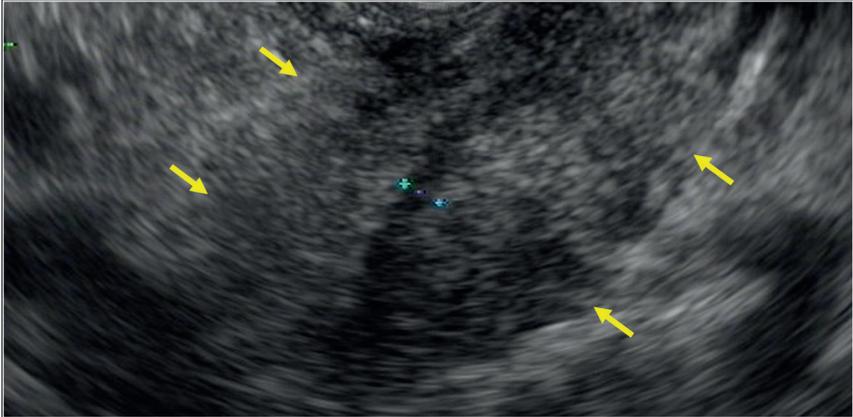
Visualización por ultrasonografía endoscópica (USE) del agrandamiento hipoeicoico difuso del cuerpo del páncreas (flechas), en un paciente con pancreatitis autoinmune.
